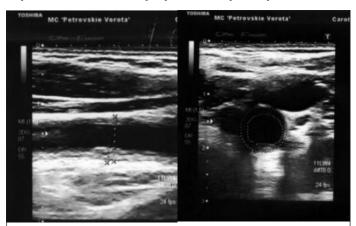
УЗИ общей сонной артерии (продольный и поперечный срезы). Визуализируется концентрическое утолщение комплекса интима-медиа
